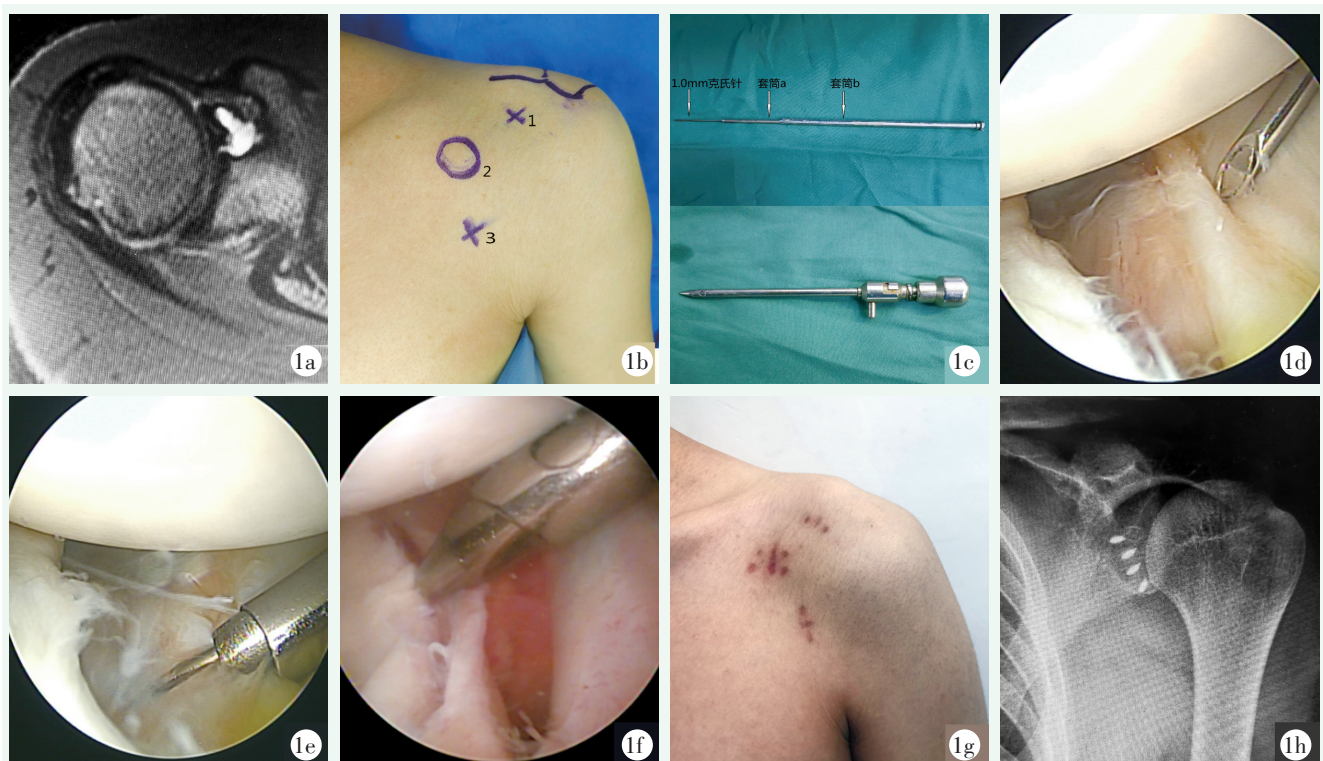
患者男性, 23 岁, 左肩关节习惯性脱位。1a: 术前 MRI 示 Bankart 损伤; 1b: 体表标记; 1c: 上方为 1.0 mm 克氏针及自制不锈钢套筒, 下方为施乐辉 4.0 mm 穿刺套筒; 1d: 先使用 16 号套管针经肩胛下肌穿刺进入关节腔; 1e: 使用 1 mm 克氏针替代针芯, 然后沿克氏针的方向依次用直径递增的自制不锈钢套筒扩大软组织通道; 1f: 置入 4.0 mm 穿刺套筒; 1g: 术后伤口愈合良好; 1h: 术后 X 线片示最远端的锚钉位于 6 : 30 (左肩) 位。
